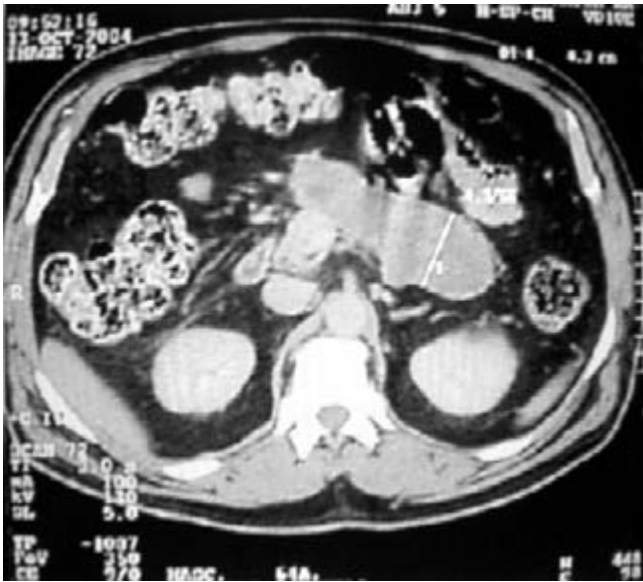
TAC con pseudoquiste pancreático de 12 x 4 cm.
